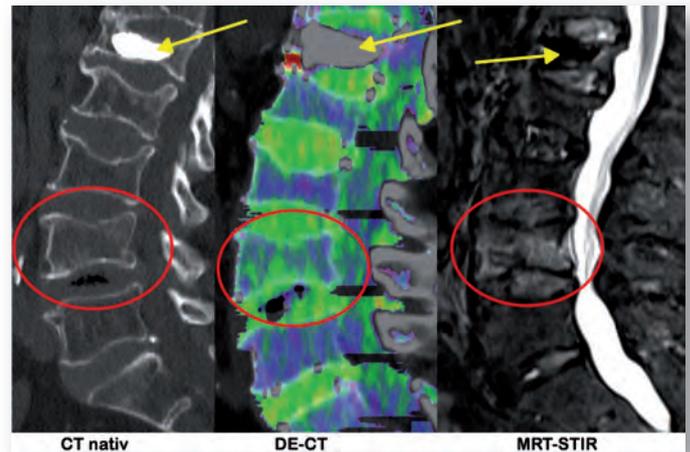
Frische Sinterungsfraktur LWK 4; Ödem in DE-CT und MRT; alte Kyphoplastie von LWK 1 (Pfeil)
